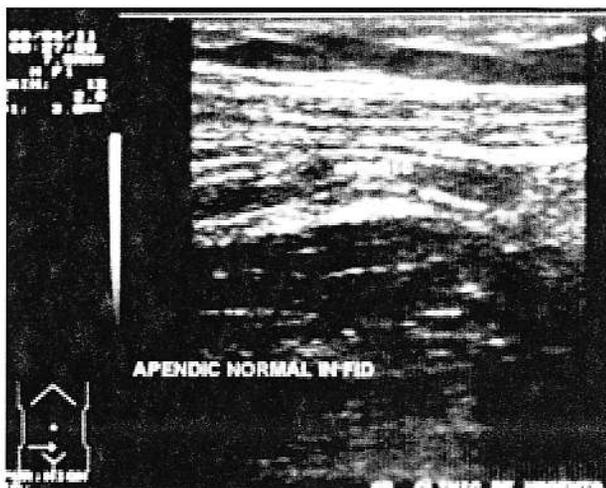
5ab. Fosa iliacă dreaptă. Aspect ecografic normal.
